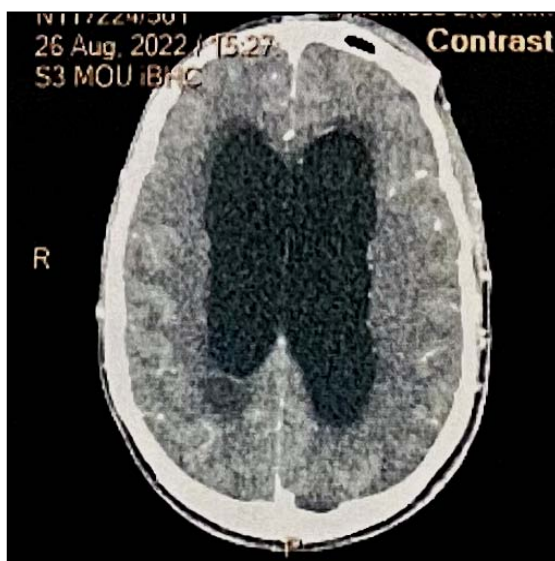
TDM cérébrale du patient numéro 1, coupe axiale injectée qui montre une dilatation ventriculaire avec signe de résorption transépendymaire.
